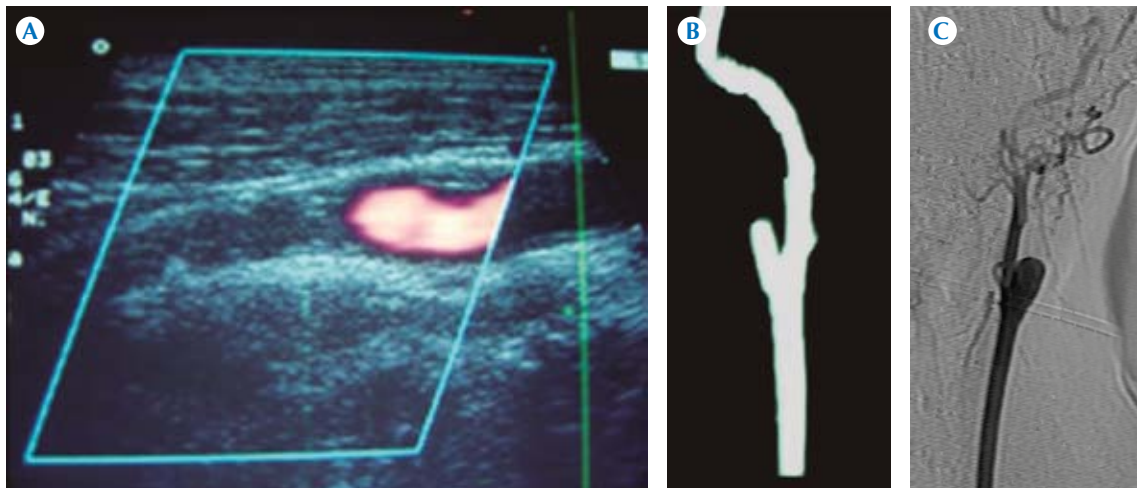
A) Ultrasonido, patrón obstructivo. B) Reconstrucción de angiotomografía en donde se identifica oclusión de la arteria carótida interna. C) Angiografía con sustracción digital.
